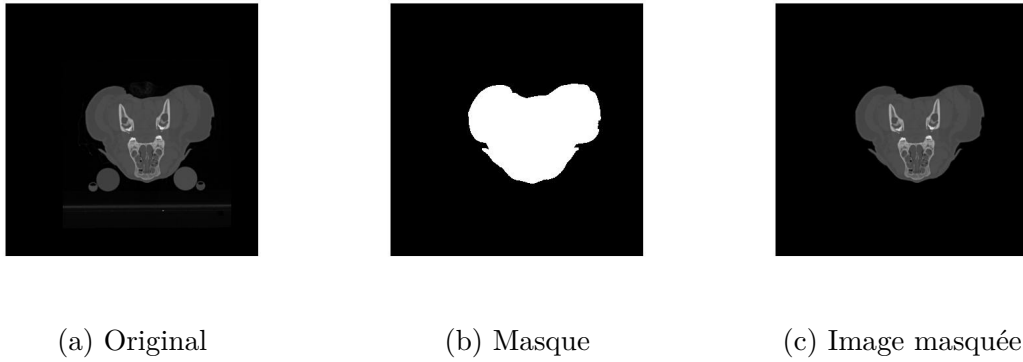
Exemple d'application du masque sur une image CT. (a) Image originale d'une coupe CT à 120 kV du sujet 2. (b) Masque construit à partir des images CT à 120 kV. (c) Image masquée.
